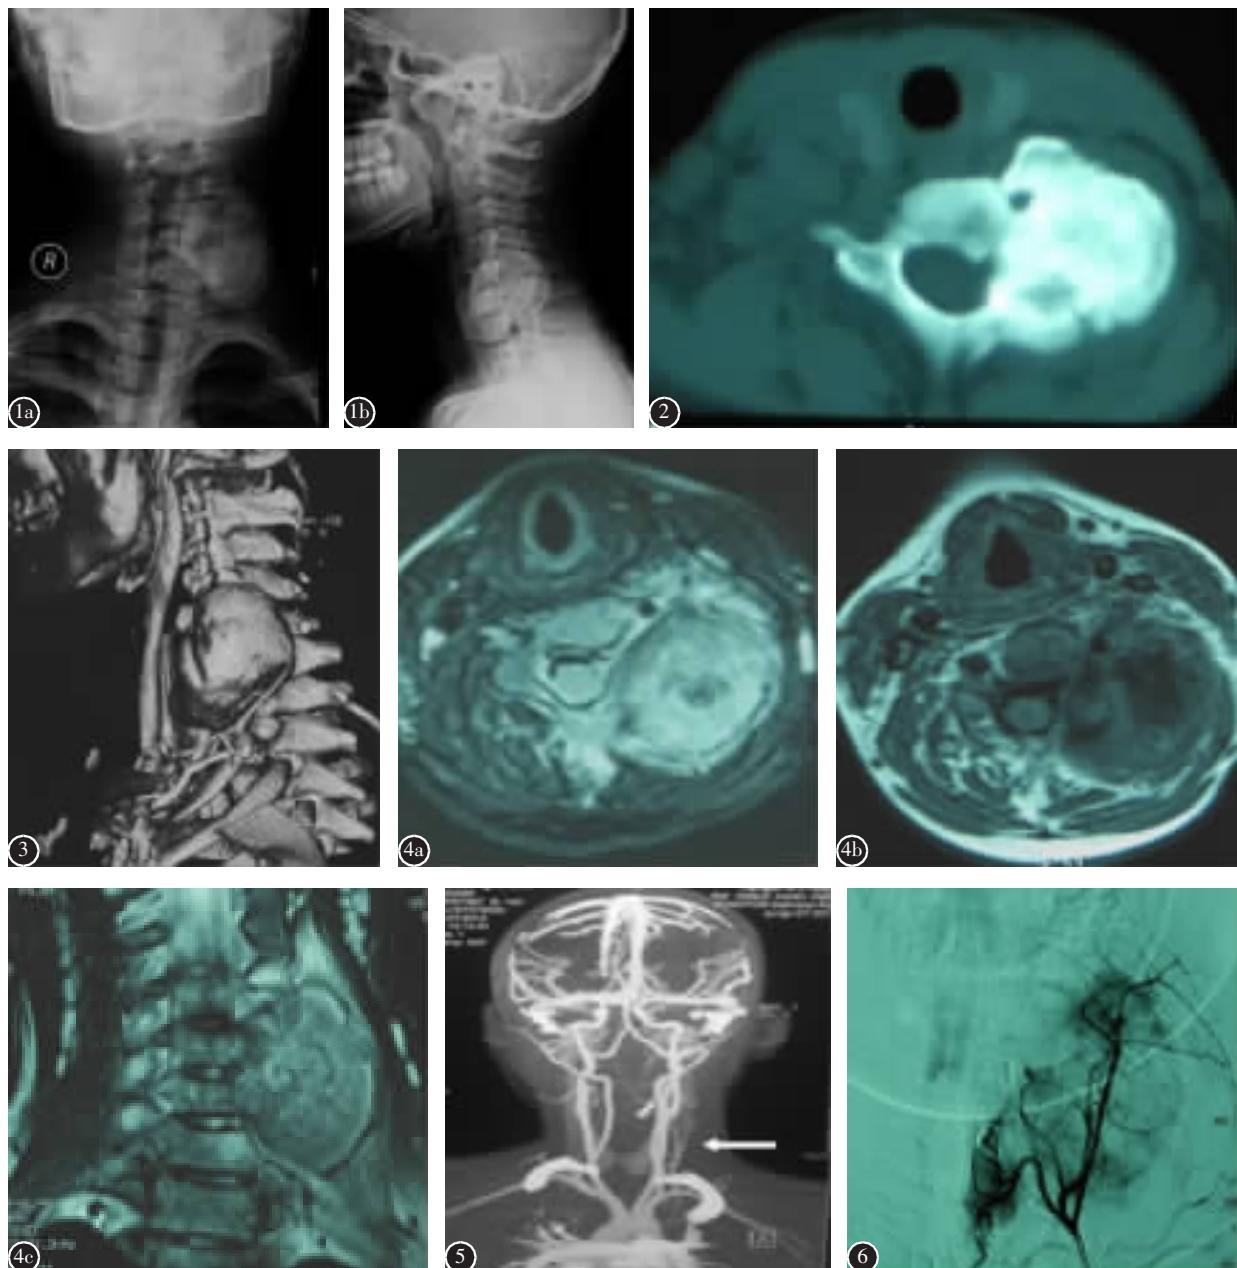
a 术前颈椎正位X线片示C4~C7椎体左侧密度不均匀肿块 b 术前颈椎侧位X线片示C4~C7椎体水平肿块,各椎体未见异常
